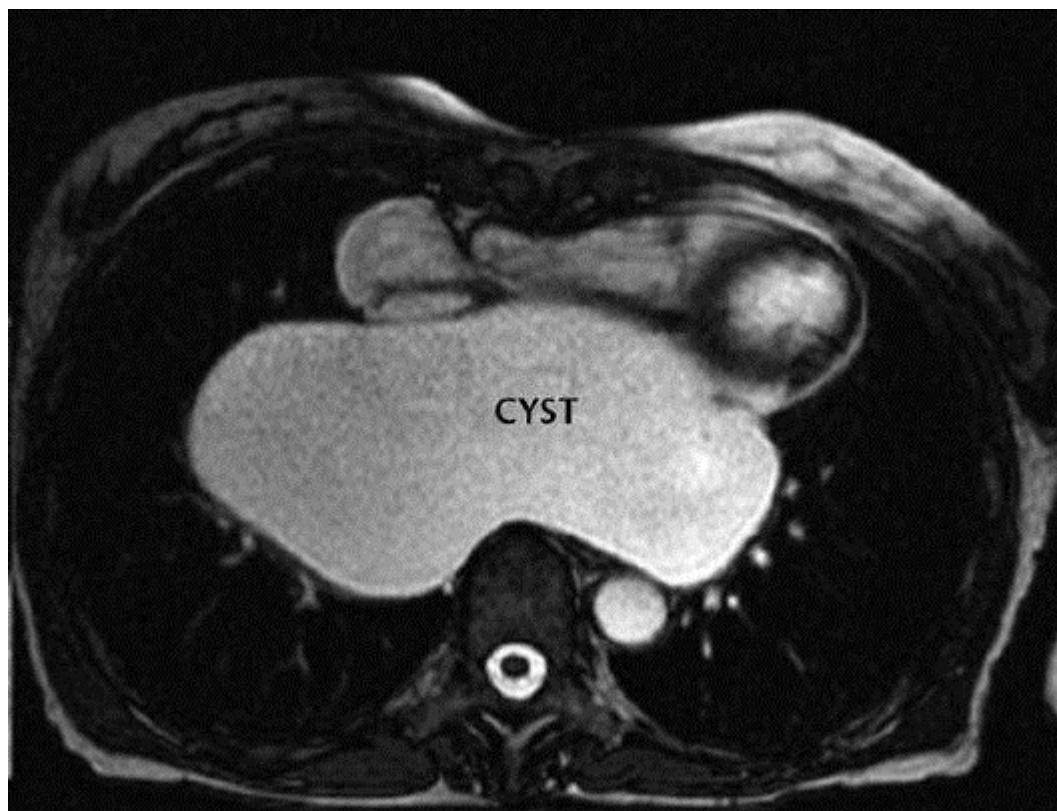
Необычная перикардальная киста. Высокая интенсивность сигнала в пределах впадины из-за жидкости и дальнейшего дифференцирования ткани на T1 и T2 ВИ (не показано). Жидкость дренировали под контролем КТ.
